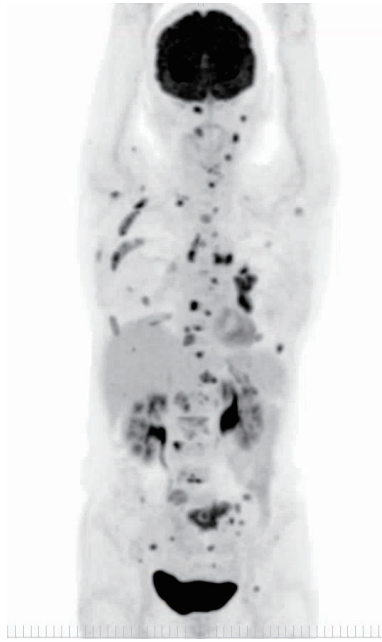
Positron emission tomography showing the accumulation of fluorodeoxyglucose in the primary site, mediastinal lymph nodes, hilar lymph nodes, pancreatic body, gastric antrum, and multiple bones.
